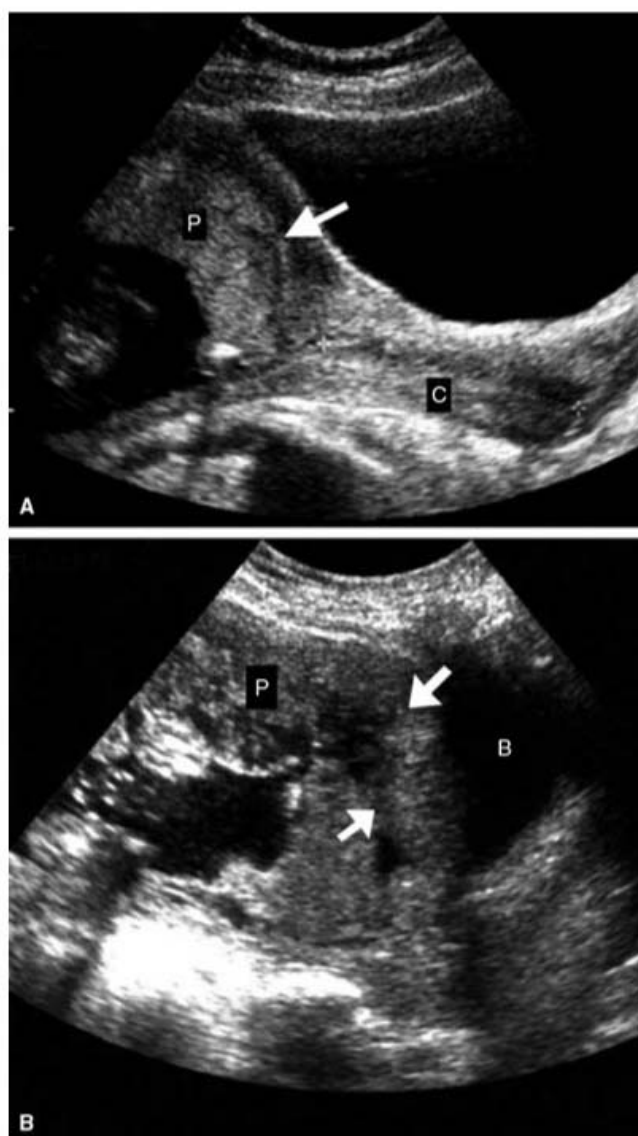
• A. Placenta prévia anterior com continuidade normal da parede vesical; área hipoeicoica (seta) entre a parede da bexiga e a placenta homogênea. B. Imagem típica ultrassônica da placenta acreta, com perda de integridade de área hipoeicoica e espaços ultrassonolucentes na placenta heterogênea (setas). P, placenta; B, bexiga; C, colo. (Adaptada de Warskak *et al.*, 2006 – *op. cit.*)
